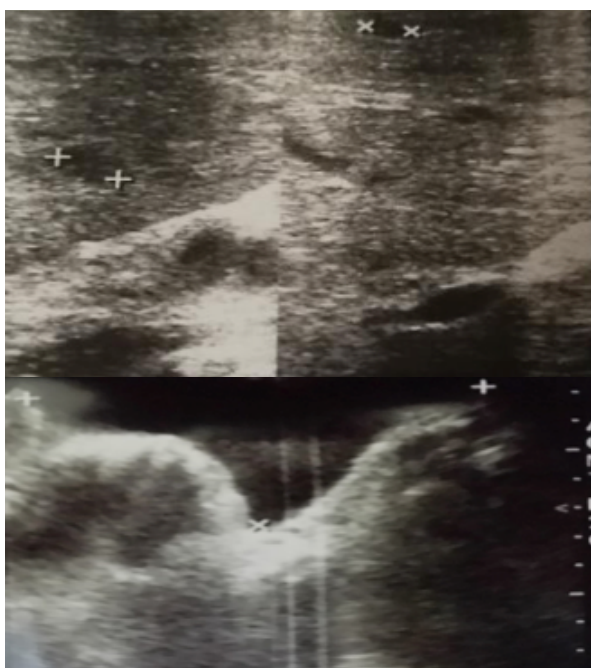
Ecografía: hígado con lesiones nodulares hipocogénicas menores de 10 mm, dispersas de contornos irregulares. Presencia de líquido libre en hipogastrio, con pozo de 230 mL.
